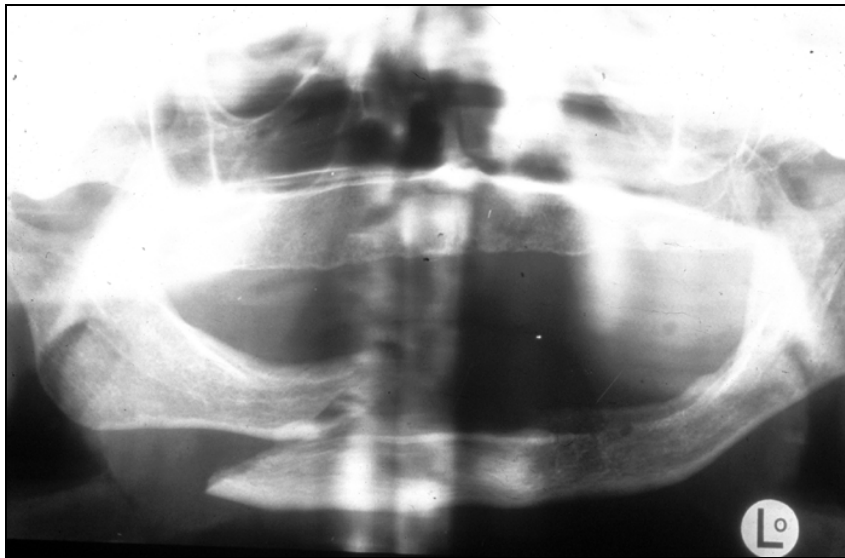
(Foto): Orthopantomogramm mit Darstellung der Fragmentverlagerung bei der Patientin aus Abb.6
